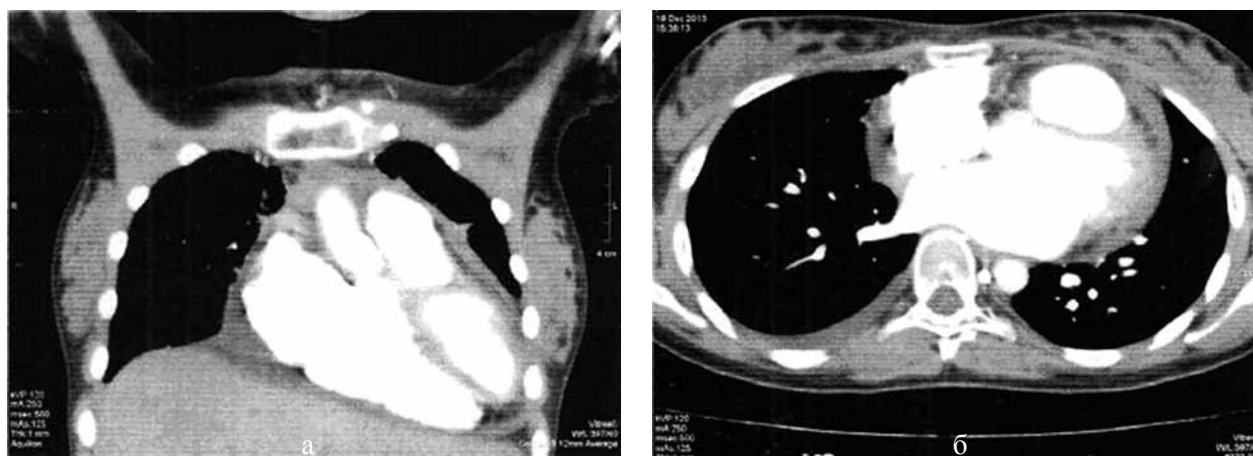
Комп'ютерна томограма від 19.12.13 р. грудної порожнини:
